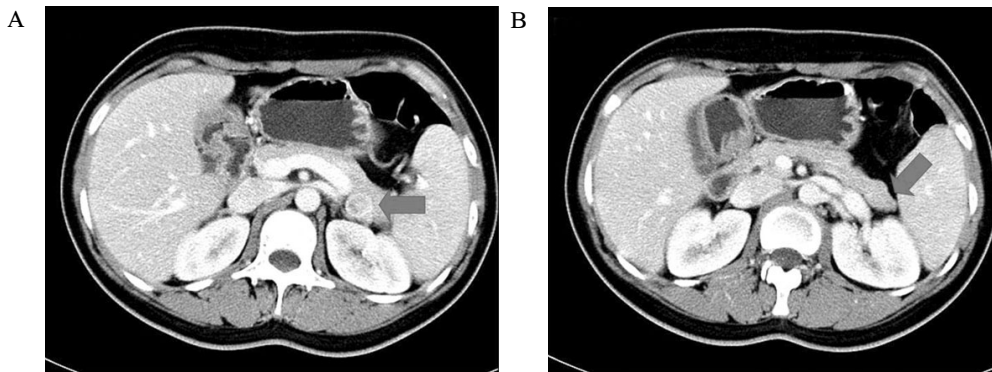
Abdominal computed tomography. A. About 2 cm sized mass at posterior aspect of pancreas tail. B. About 1.6cm sized bulging contour at pancreas tail.
